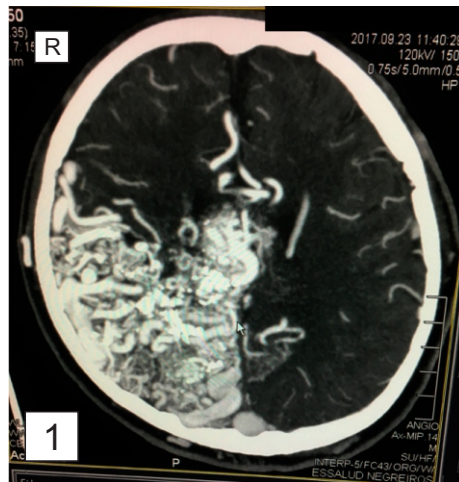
TAC Corte Axial
